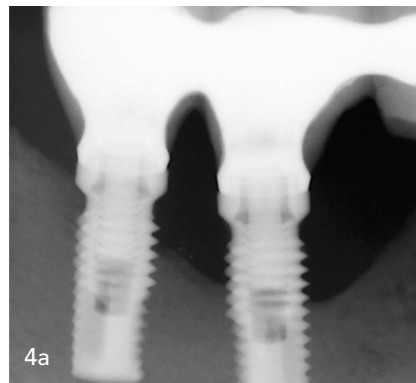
Das Ausgangsröntgenbild zeigte einen deutlichen Knochenverlust am Implantat in Position #45 und einen inzipienten Knochenverlust am Implantat #46 (a). Die klinische Untersuchung zeigte auch nach Optimierung der Mundhygiene und Durchführung der nichtchirurgischen Therapie erhöhte Sondierungstiefen am Implantat in Position #45 (b). Nach Lappenbildung zeigte sich eine modifizierte Implantatoberfläche mit Restkongrementen an der mesialen Seite (c). Implantoplastik wurde mit Hartmetallbohrern durchgeführt (d) und der Lappen in einer apikalen Position fixiert (e) sowie zusätzlich mit einem Zahnfleischverband in Position gehalten (f).
